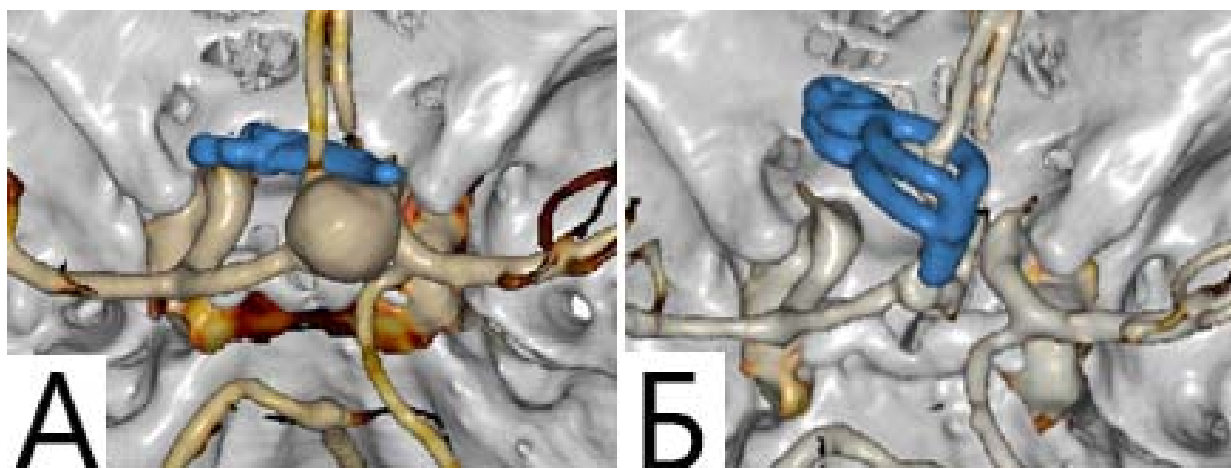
Повторное клипирование резидуальной фузиформной ЦА А2-сегмента правой ПМА. А. Контрольная КТ ангиография указывает на частичное выключение (FR4) после первой операции, где проведено простое усиленное клипирование; Б) КТ ангиографии после повторной операции, где выполнено клипирование с туннелированием несущей артерии тандемным способом, указывает на тотальное выключение (FR2)
